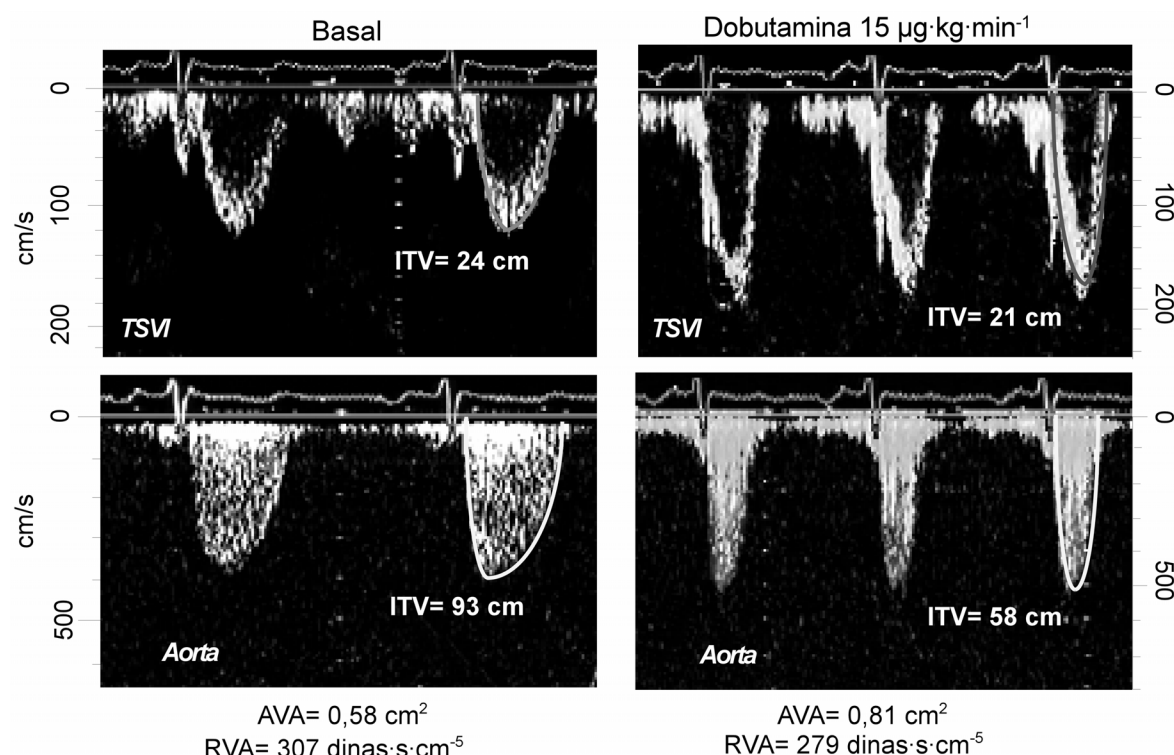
Ejemplo de los efectos de la dobutamina en un paciente con estenosis aórtica degenerativa calcificada. Se muestran los espectrogramas en el tracto de salida del VI (*arriba*) y aorta (*abajo*), obtenidos mediante Doppler pulsado y continuo en situación basal (*izquierda*) y tras la infusión de dobutamina (*derecha*). Se muestra un aumento del 40% en el área valvular, mientras que la resistencia valvular descendió tan sólo un 10%. ITV: integral tiempo-velocidad.
